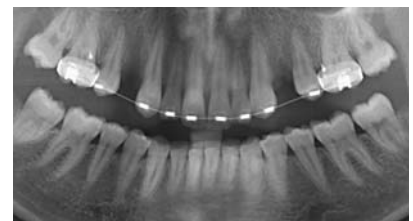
Im ersten und zweiten Quadranten des Oberkiefers wurden jeweils Regio 6–5 ein Röntgen-Pin zur Lagekontrolle und im Anschluss die Minischrauben eingebracht. Beide Schrauben waren klinisch sicher inseriert worden, die Röntgenbilder lassen jedoch im rechten Quadranten auf eine Beschädigung der benachbarten Wurzel, also auf eine falsch positive Interpretation, schließen. Das End-OPG zeigt die erforderliche körperliche Retraction der Front.
